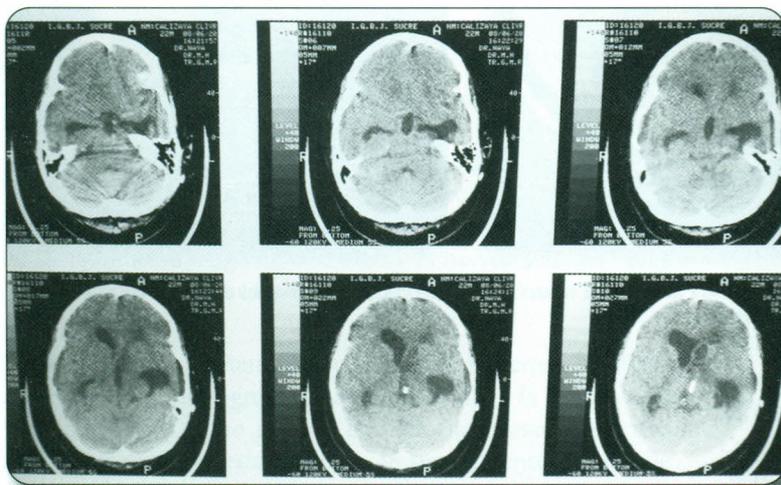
(TAC sin contraste que revela desaparición de la imagen luego de Tx.)
